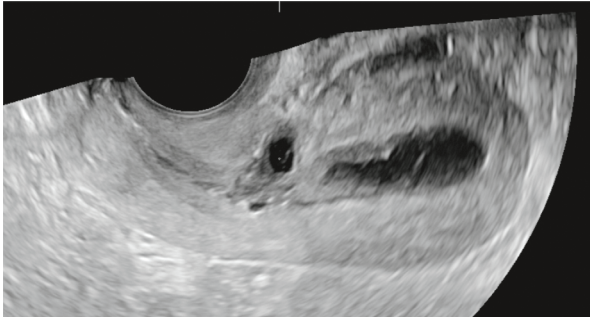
Hystérosonographie : échographie 2D avec instillation de sérum physiologique. Coupe sagittale de l'utérus par voie vaginale. Présence d'un triangle anéchogène réhaussé par le sérum physiologique au niveau de l'isthme utérin (isthmocèle).
